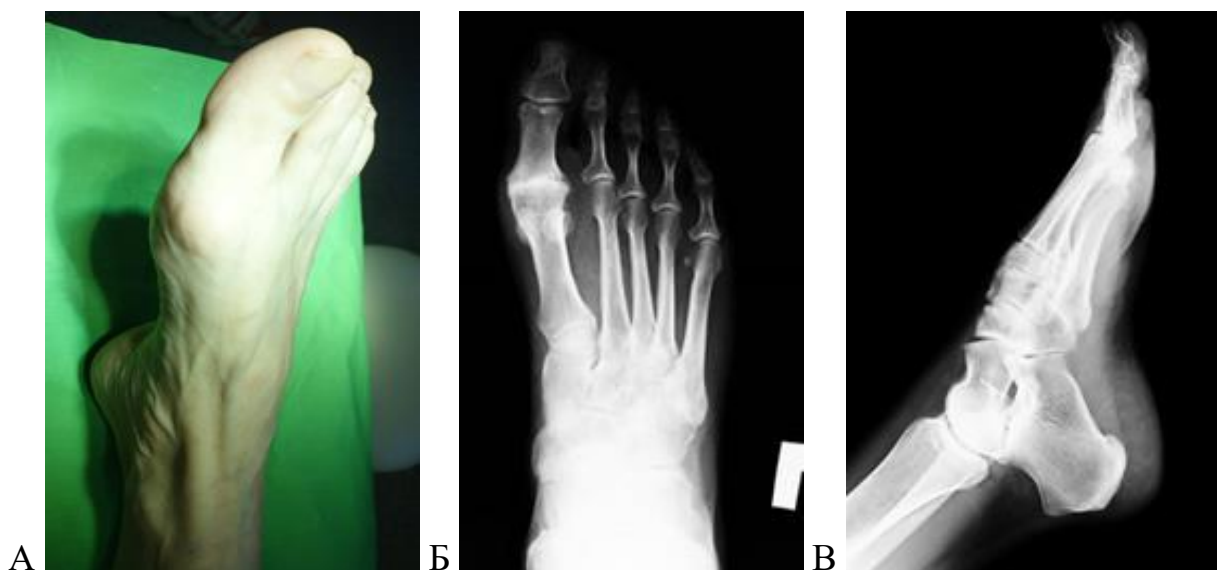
Результаты предоперационного обследования пациентки И., 55 лет с диагнозом Остеоартроз 1 ПФС правой стопы 4 ст. по Coughlin-Shurnas: А – внешний вид правой стопы; Б – рентгенограмма правой стопы в прямой проекции; В – в боковой проекции. Отмечается выраженное сужение межсуставной щели 1 ПФС, признаки субхондрального склероза.
